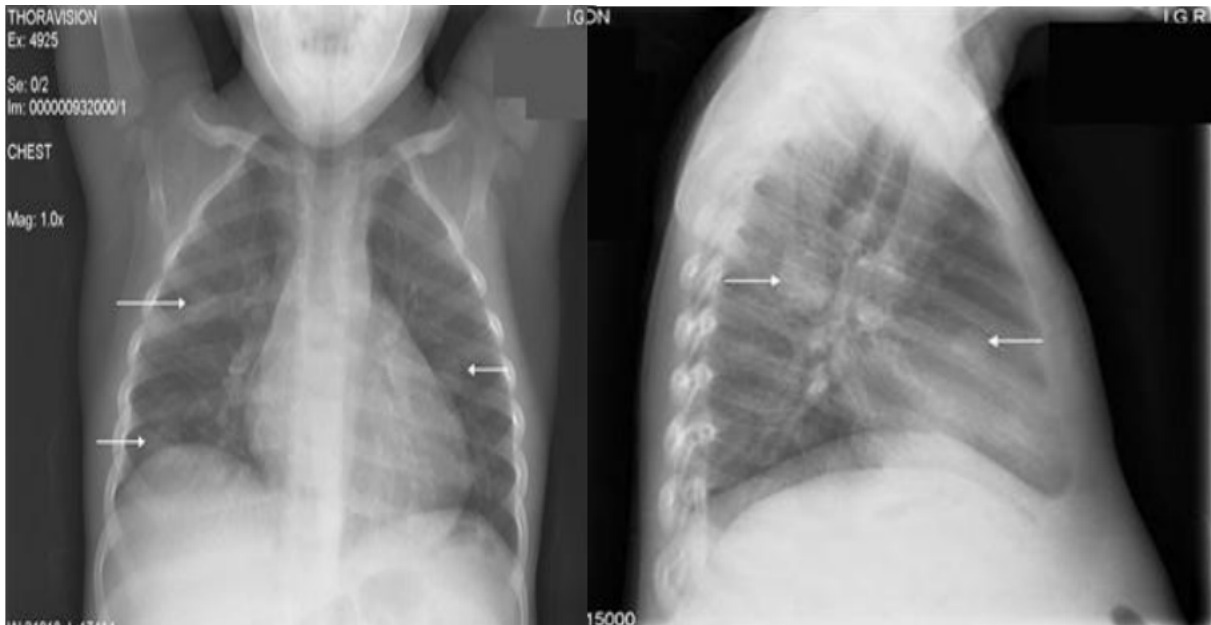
Radiographie thoracique de face et de profil montrant des nodules pulmonaires (flèches blanches)
